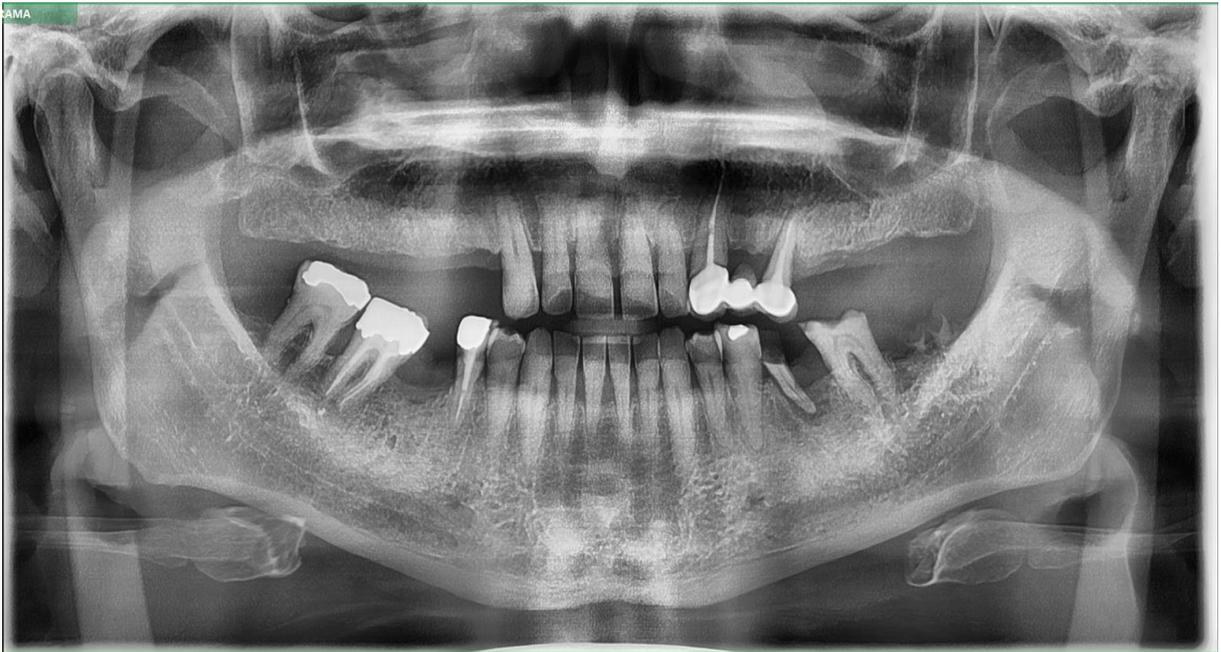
cas n°7 : radiographie panoramique
